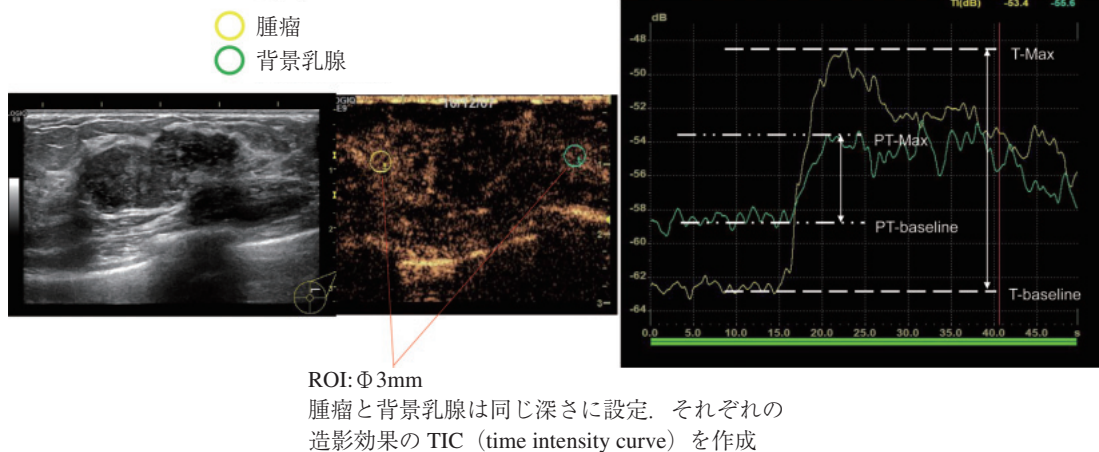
造影超音波における乳房腫瘍と背景乳腺の造影効果の検討方法. 乳房腫瘍と背景乳腺それぞれに3mm大のROIを同じ深さになるように設定し, そのあとTICを作成する. 非濃染時の腫瘍のdB値をT-baseline, 濃染peak時の腫瘍のdB値をT-maxと定めた. 腫瘍の造影効果はT-maxとT-baselineの差から計測した. 同様に背景乳腺の造影効果はPT-maxとPT-baselineの差から計測した.
